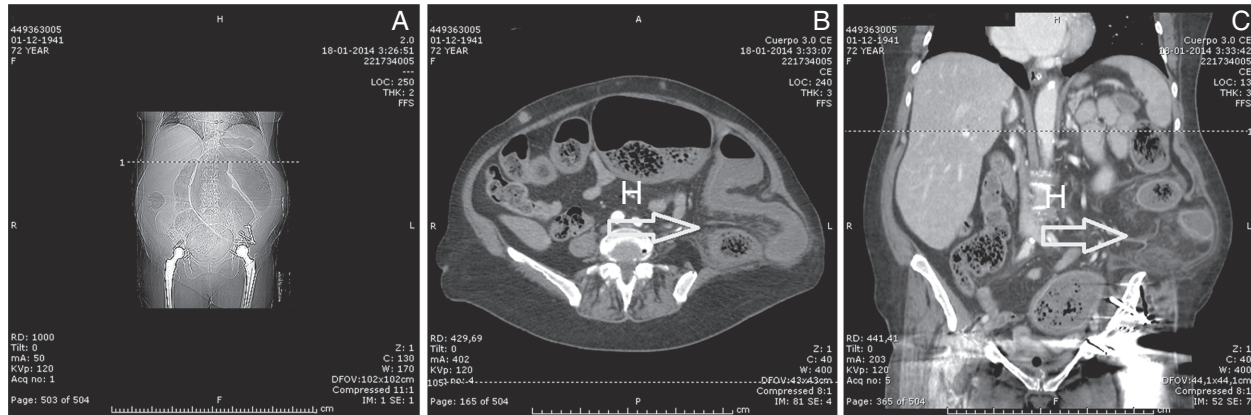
A. Radiografía simple de abdomen que muestra la dilatación del colon secundaria a su incarceration en la hernia incisional. B. Corte transversal que muestra el contenido del saco herniario (H), constituido principalmente por colon sigmoides. C. Corte coronal que muestra el saco herniario (H) y su contenido protruyendo sobre la cresta ilíaca. Este corte muestra claramente el daño que la cirugía de prótesis de cadera produjo en el hueso ilíaco.
